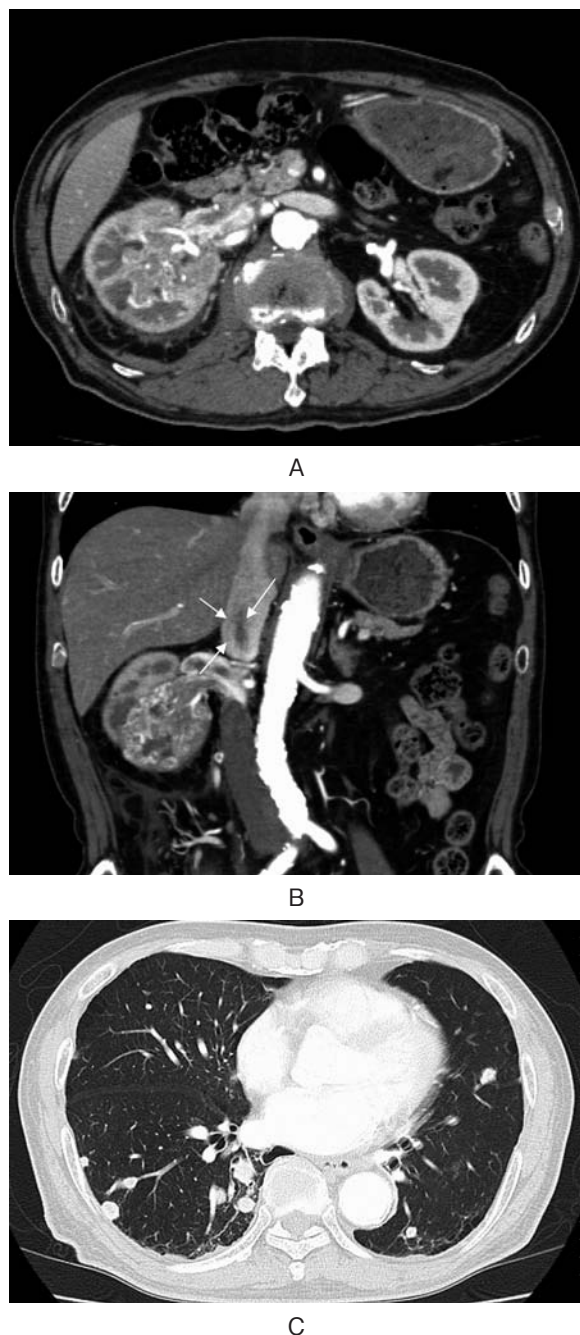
CT showed a right renal tumor (A) with vena cava thrombus (B) and multiple lung metastases (C).
